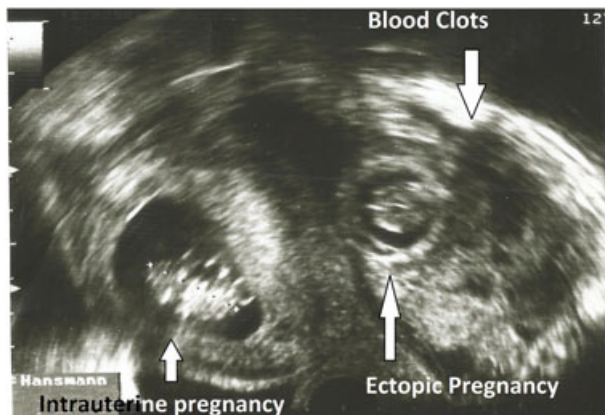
Transvaginal sonogram showing ruptured heterotopic pregnancy.
